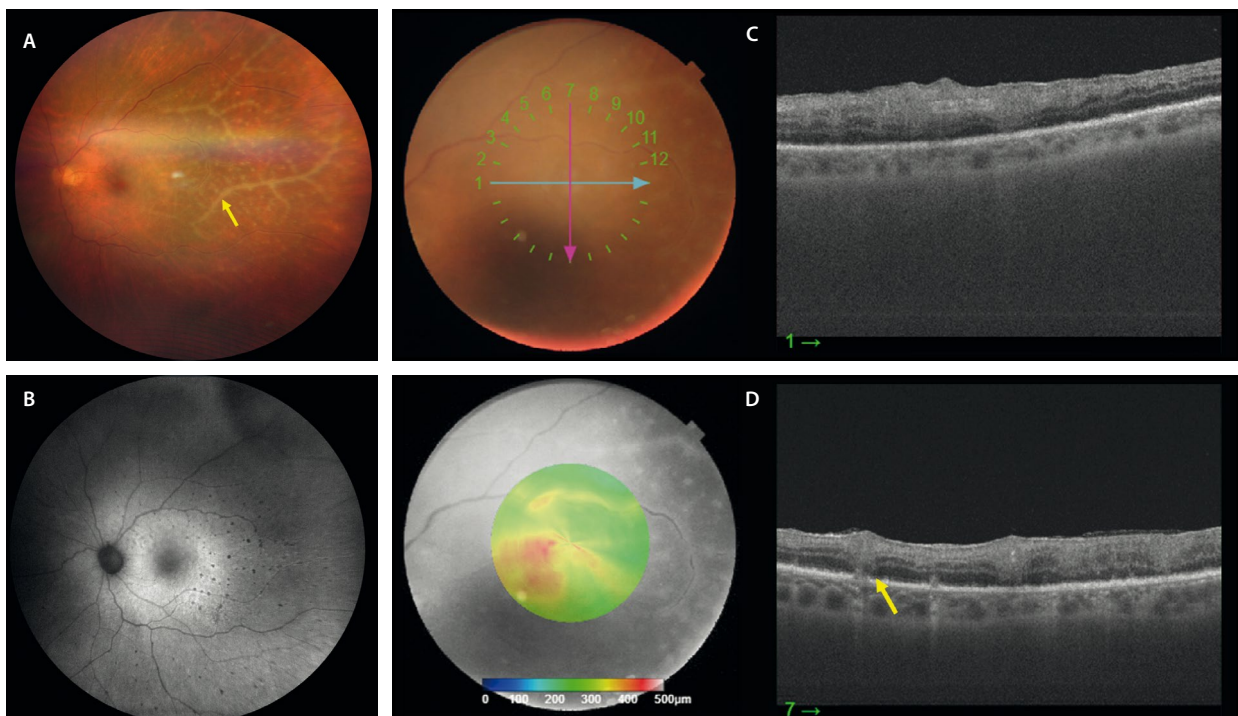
Linfoma vitreoretiniano primario confirmado mediante citometría y anatomía patológica en una muestra vítrea. A) La retinografía muestra unos infiltrados retinianos blanquecinos y vasculitis «en escaracha». B) La autofluorescencia evidencia esos infiltrados como puntos hipoautofluorescentes. C y D) Los cortes de la tomografía de coherencia óptica ponen de manifiesto la presencia de depósitos drusenoides subretinianos, así como columnas hiperreflectivas que ascienden desde el espacio subretiniano a capas más internas, reflejo de la infiltración retiniana por el linfoma.
